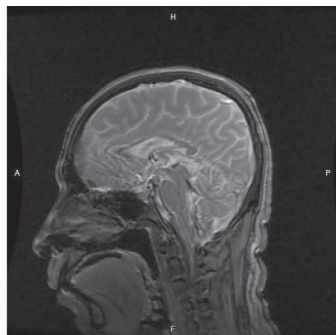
颅脑 MRI 显示胼胝体膝部、体部发育不良
